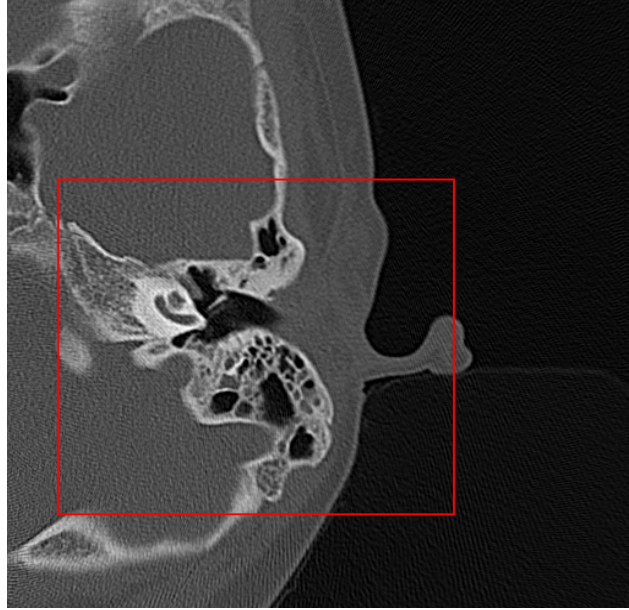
Exemplo de imagem de tomografia computadorizada da região da orelha ($I = 18$). A região em destaque é a utilizada para a geração do modelo de voxel.
